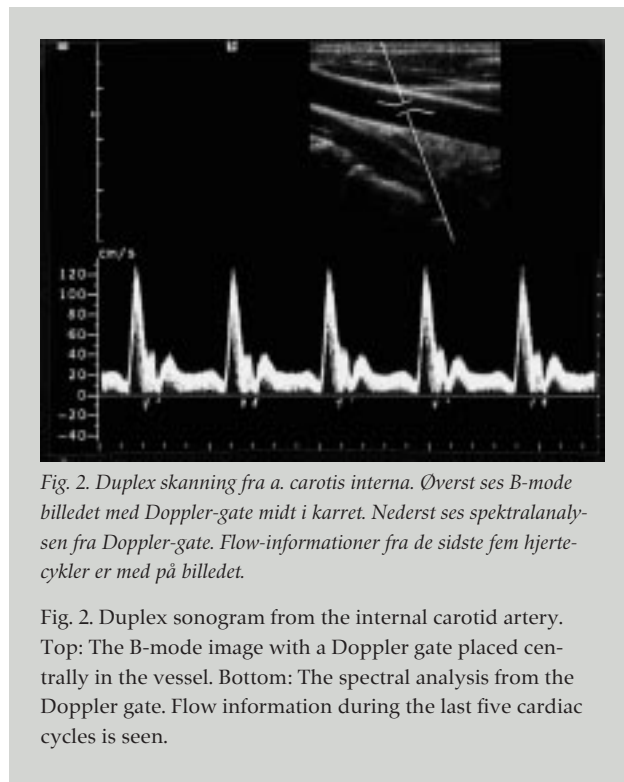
Duplex skanning fra a. carotis interna. Øverst ses B-mode billedet med Doppler-gate midt i karret. Nederst ses spektralanalysen fra Doppler-gate. Flow-informationer fra de sidste fem hjertecykler er med på billedet.
